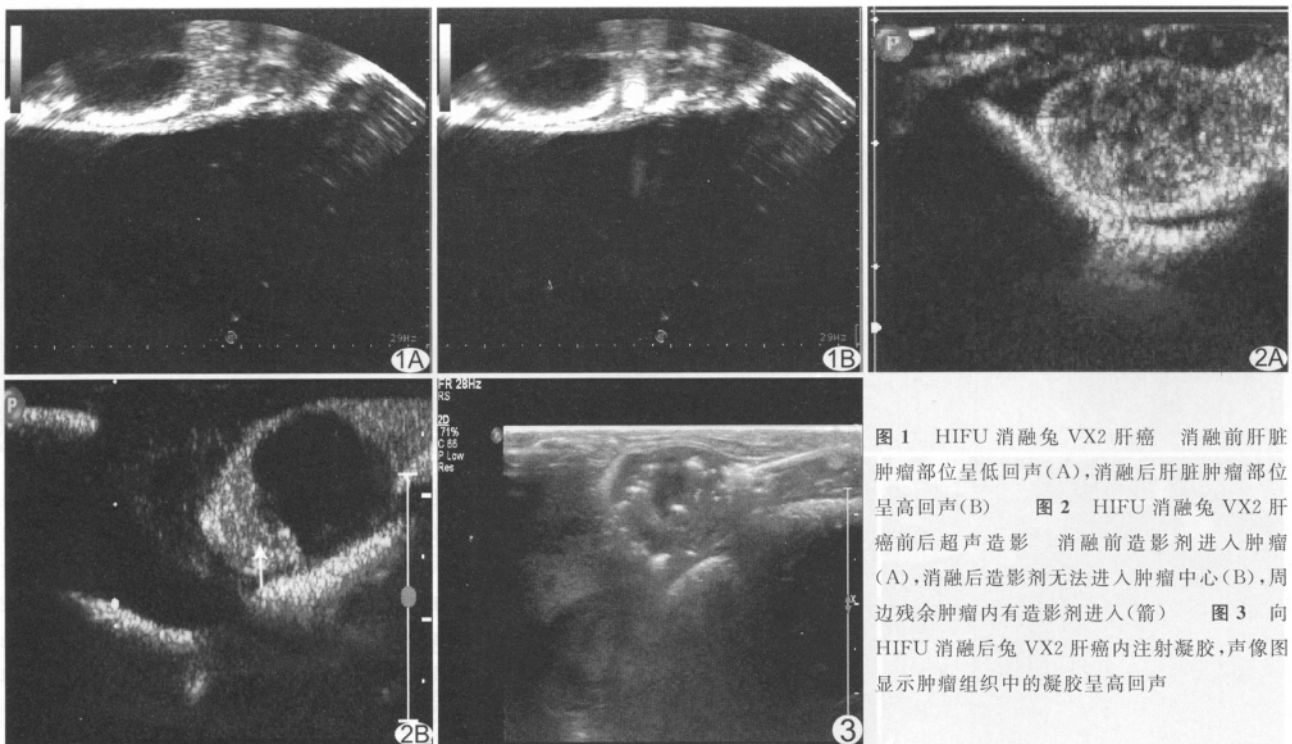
HIFU 消融兔 VX2 肝癌 消融前肝脏肿瘤部位呈低回声(A), 消融后肝脏肿瘤部位呈高回声(B) 图 2 HIFU 消融兔 VX2 肝癌前后超声造影 消融前造影剂进入肿瘤(A), 消融后造影剂无法进入肿瘤中心(B), 周边残余肿瘤内有造影剂进入(箭) 图 3 向 HIFU 消融后兔 VX2 肝癌内注射凝胶, 声像图显示肿瘤组织中的凝胶呈高回声
